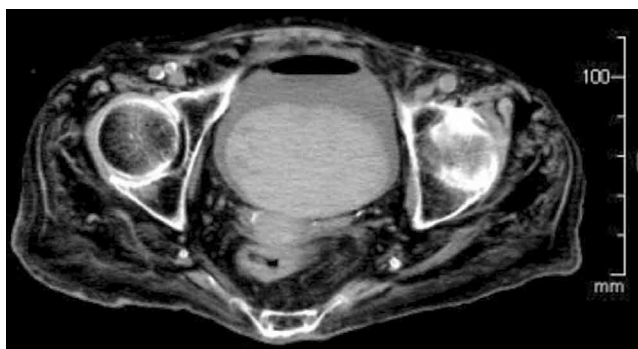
前医単純CT: 膀胱内に8.2×5.7cm大の凝血塊を認めた
